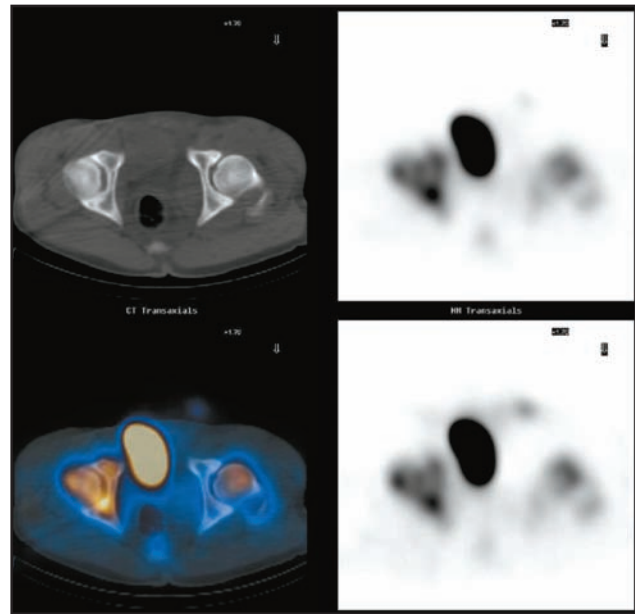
Cortes axiales de articulación coxo femoral SPECT.
